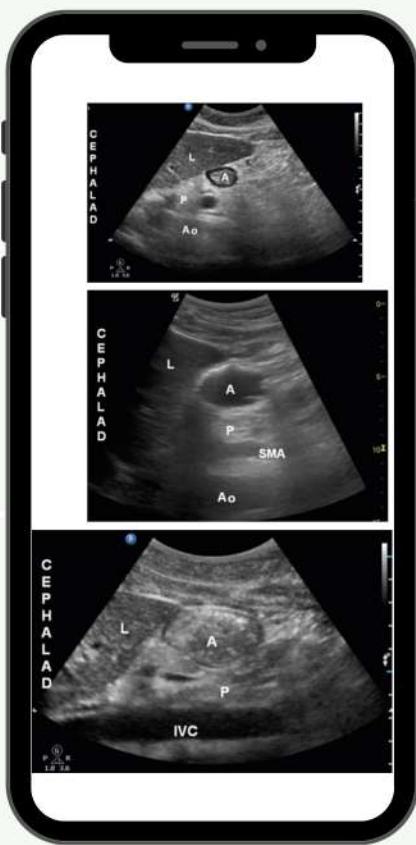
Imagen de Van de Putte, P., & Perlas, A. (2014). Ultrasound assessment of gastric content and volume. British Journal of Anaesthesia, 113(1), 12-22.
